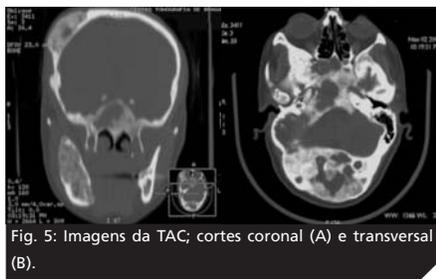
Imagens da TAC; cortes coronal (A) e transversal (B).
